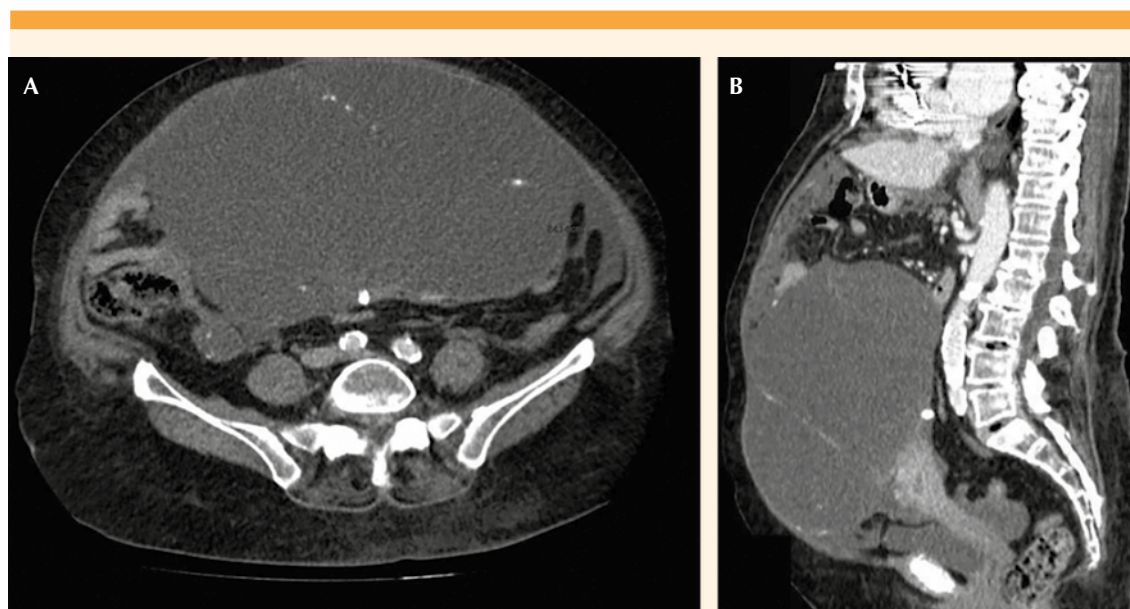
Tomografía axial con contraste. A. Corte axial y B. Corte sagital de la TAC practicado ante la sospecha de neoplasia maligna. Se observa una masa multiquística en el hemiabdomen inferior, con septos vascularizados de 24.1 x 21.8 x 11.4 cm (3950 cc) asociada a posible carcinomatosis peritoneal, con infiltración del omento mayor y líquido libre peritoneal.
